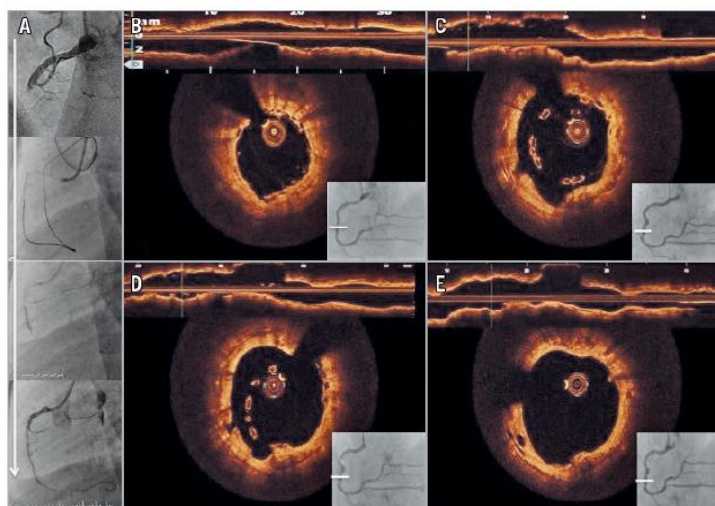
Representative case of LAISA after a CTO intervention. A) Mid right coronary artery CTO with successful retrograde dissection re-entry technique, with implantation of 3 BVS. B) Final result of both angiographic and OCT assessment. C) 12-month follow-up, positive vessel remodelling with severe LAISA. D) 24-month follow-up, persistent LAISA. E) 36-month follow-up, LAISA resolution after BVS resorption. White lines correspond to malapposed segment. BVS: bioresorbable vascular scaffold; CTO: chronic total occlusion; LAISA: late acquired incomplete scaffold apposition; OCT: optical coherence tomography
